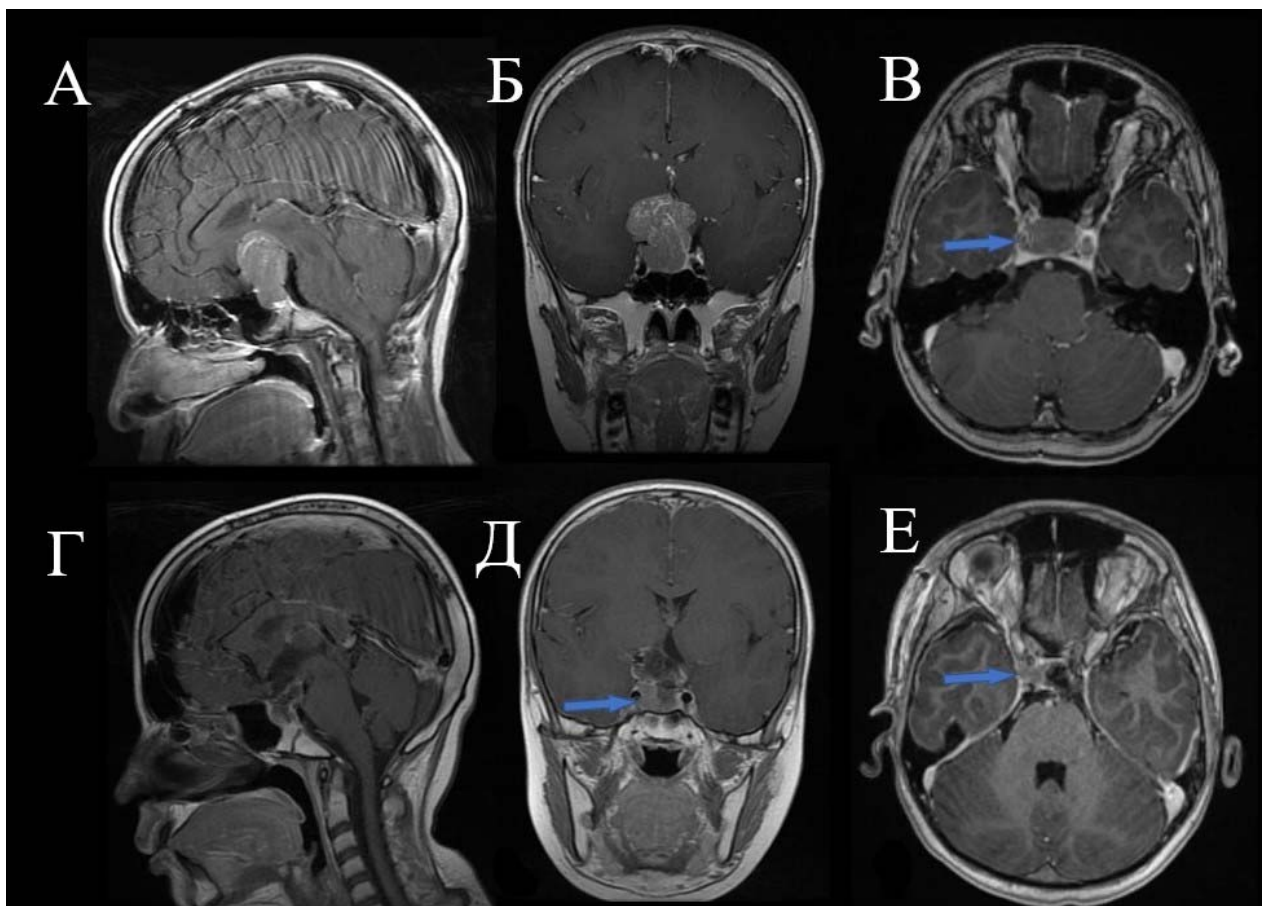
Данные МРТ головного мозга мальчика 14 лет с несекретирующей аденомой гипофиза с инвазией в кавернозный синус (зона инвазии отмечена стрелкой): А-В – до операции; Г-Е – после операции
